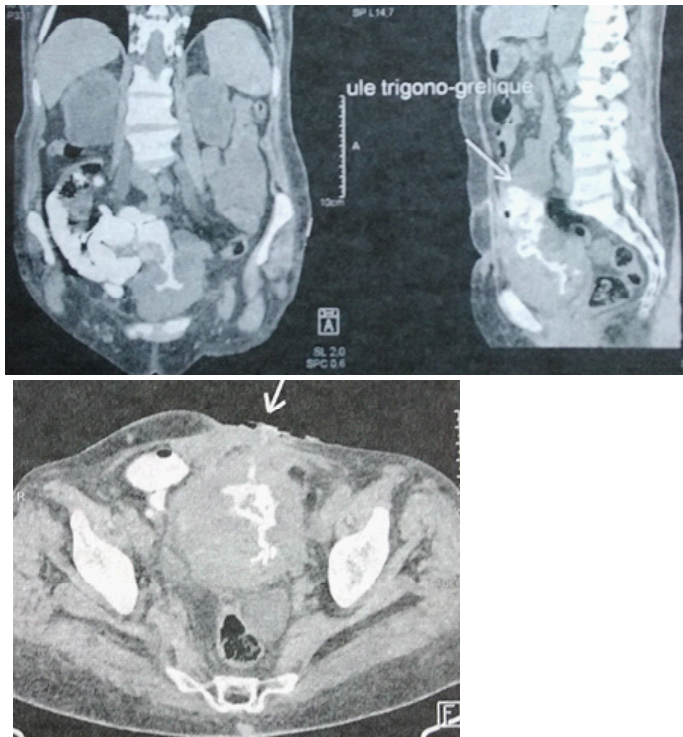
TDM avec opacification rétrograde vésicale mettant en évidence la double communication vésico-entérale et vésico-cutanée et un épaississement de la paroi vésicale.
